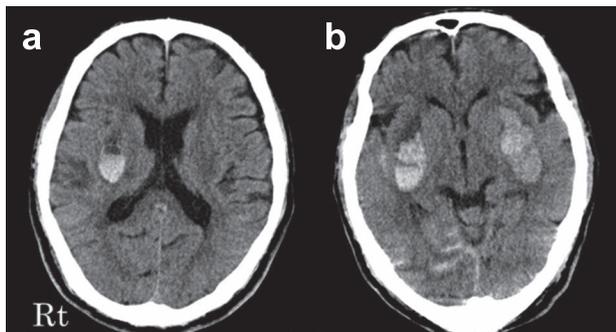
CT scan of the brain after intravenous rt-PA administration. An image of the head CT 90 minutes after the start of rt-PA infusion shows hematoma on right putamen (a), and 150 minutes after the start of rt-PA infusion, repeated head CT shows new left putaminal hemorrhage and subarachnoid hemorrhage (b).
